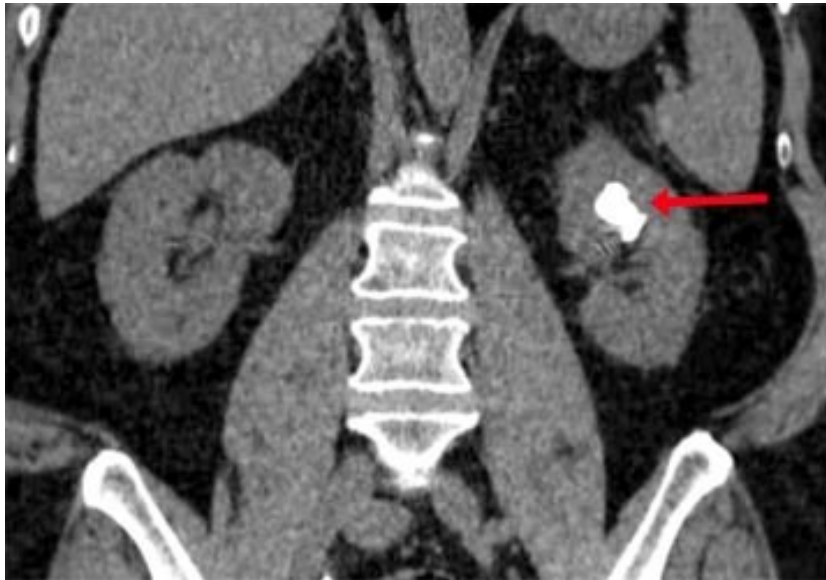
Aspect d'un calcul rénal gauche sur une TDM sans injection.
